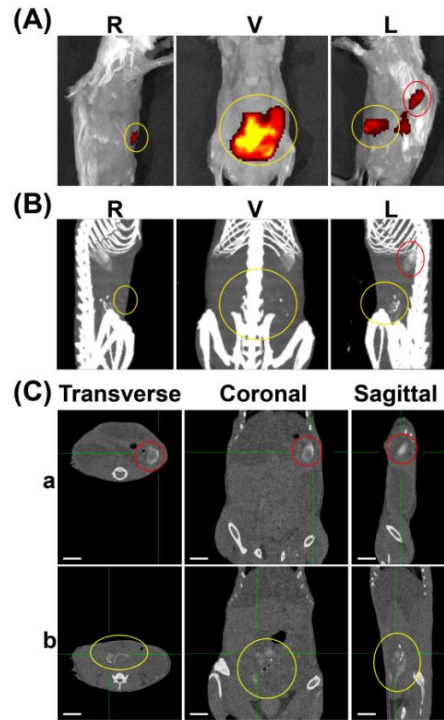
マルチモーダルイメージング (蛍光と X 線 CT)
